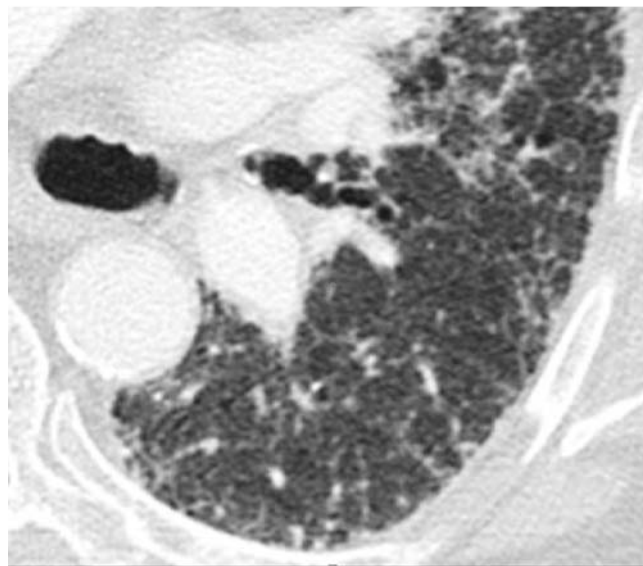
CT mit intralobulären irregulären Verdichtungen: feines retikuläres Muster im linken Unterlappen.
